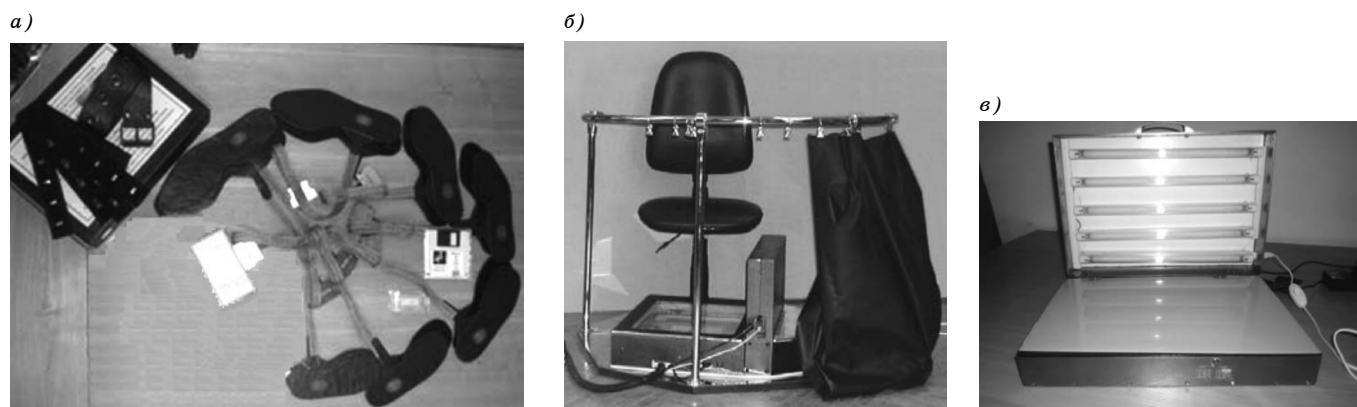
Основные модули регистрации биомедицинской информации в комплексе «ДиаСлед-Скан» в стационарном варианте исполнения: а — комплект матричных измерителей давления под стопами; б — подиум с трехкоординатным сканирующим устройством для плантографии и подометрии; в — модуль для оцифровки рентгенограмм стоп
